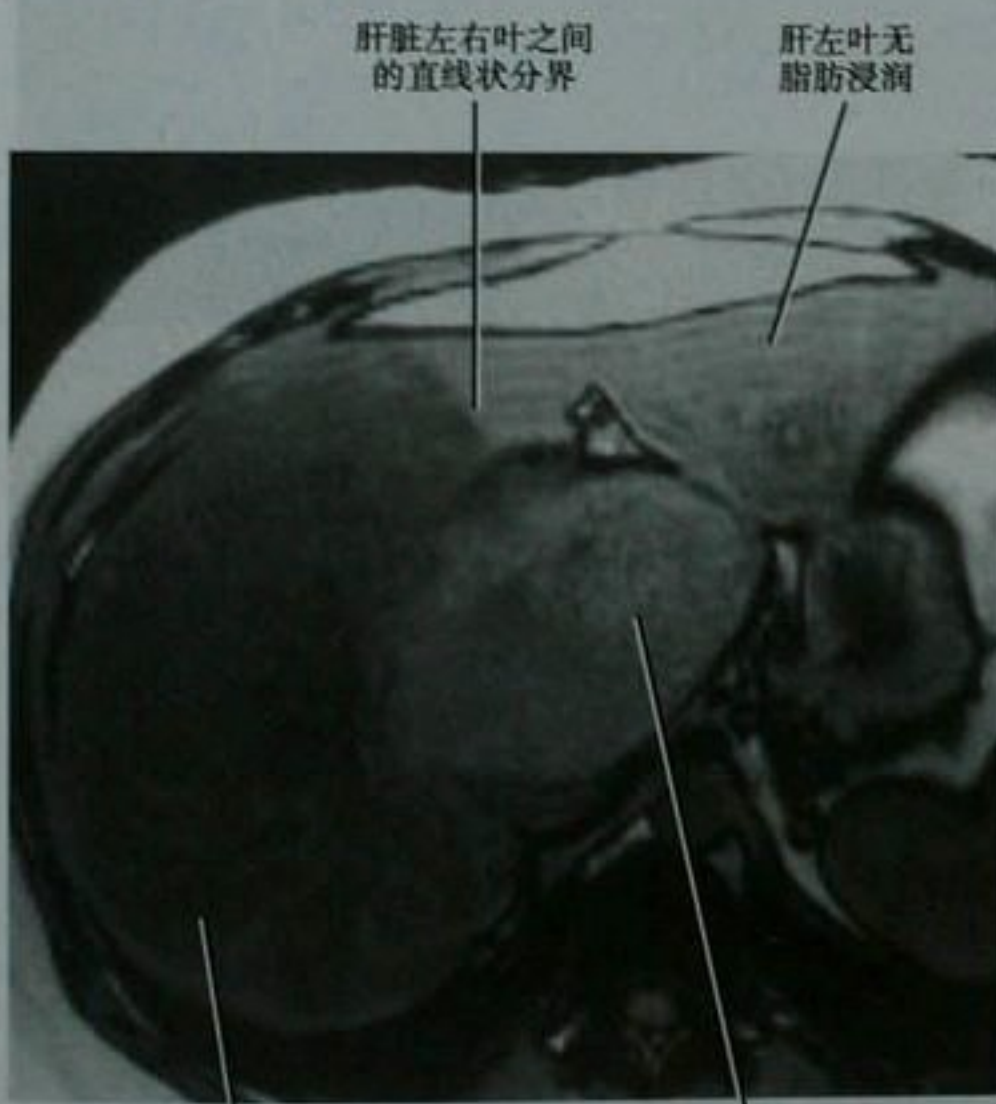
巨大局灶性结节增生(FNH)阻塞门静脉左支患者的肝脏轴位反相位梯度回波 MRI 图像。IVC:下腔静脉
